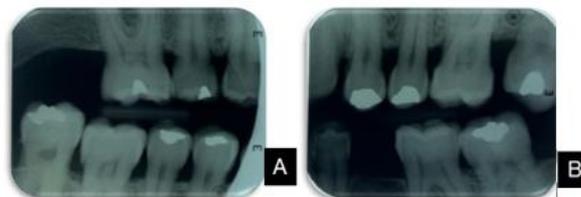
A. Radiografia interproximal do lado direito, possibilitando a visualização de ausência de tecido cariado nos dentes, e em especial no dente 47, que era o local da dor referida. B. Radiografia Interproximal do lado esquerdo.
